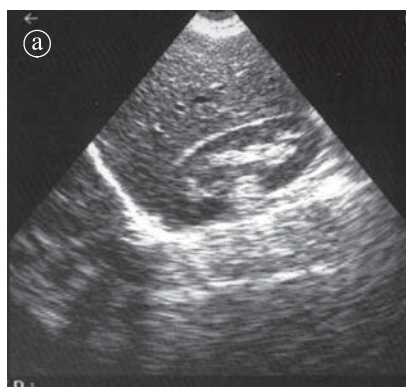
Angiolipom. Ecografie. a) secțiune longitudinală. b) trasversală.
